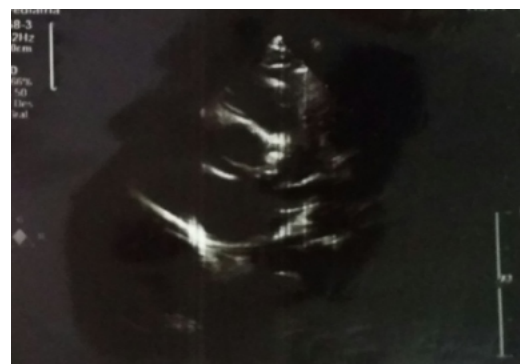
Ecocardiograma control 19/01/2017.
